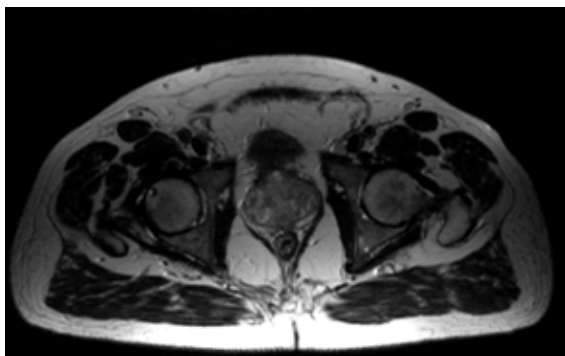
Imagen de la próstata obtenida a través de MRI de pelvis.
